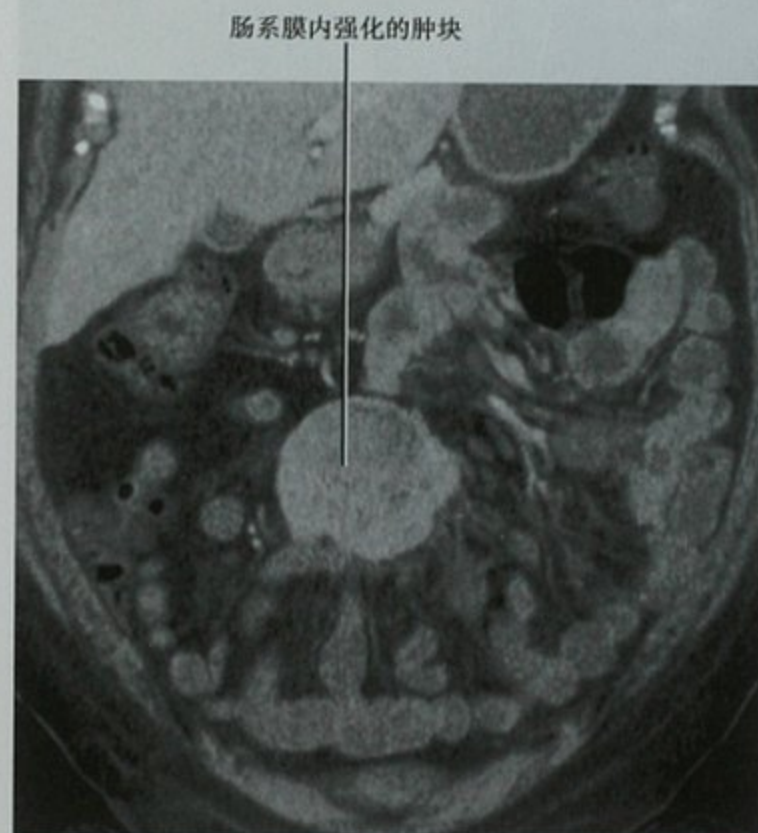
增强CT冠状位重建图像,腹痛患者,显示肠系膜内巨大软组织肿块,经皮穿刺活检证实为类癌
